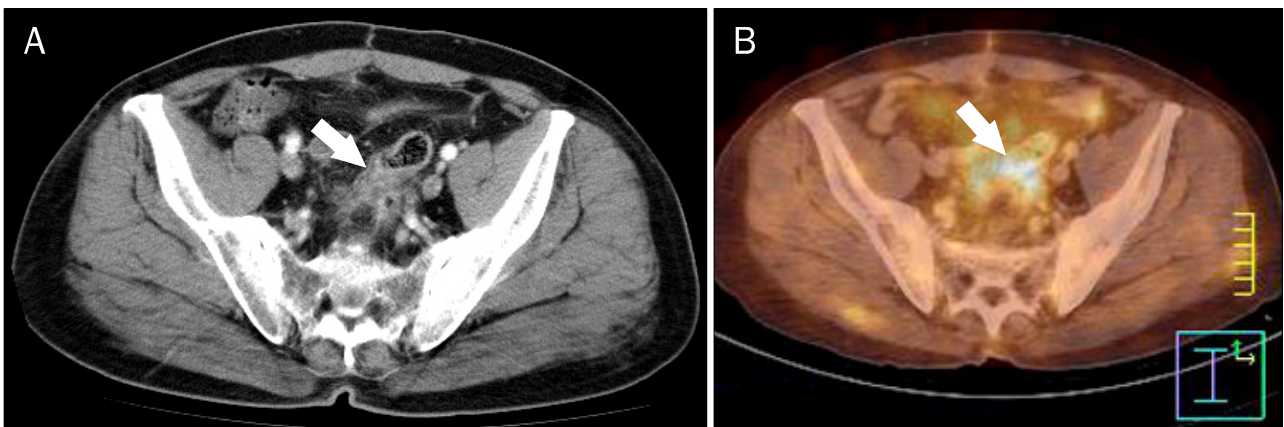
Abdominal CT and PET-CT findings after adjuvant chemotherapy. (A) Abdominal CT showed pericolic fatty infiltration and mild wall thickening of the sigmoid colon (arrow). (B) PET-CT showed focal hot spot at the sigmoid mesocolonic area, abutting on prior operative site (arrow).
